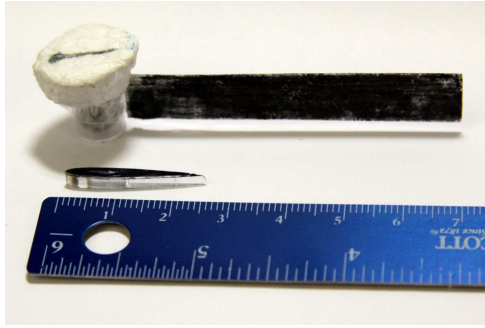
Photograph of the actual swimming robot compared with the new generation MRI swimmer.
